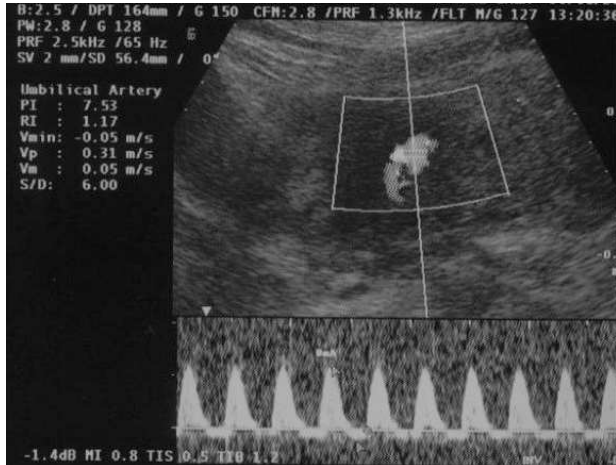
Doppler fetal: flujo reverse en la arteria umbilical.
